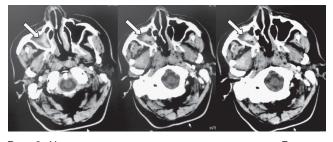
На серии аксиальных томограмм пациента Д. после интратекального введения неионного йодсодержащего контраста выявляется его накопление в правой гайморовой пазухе (отмечено стрелками)
